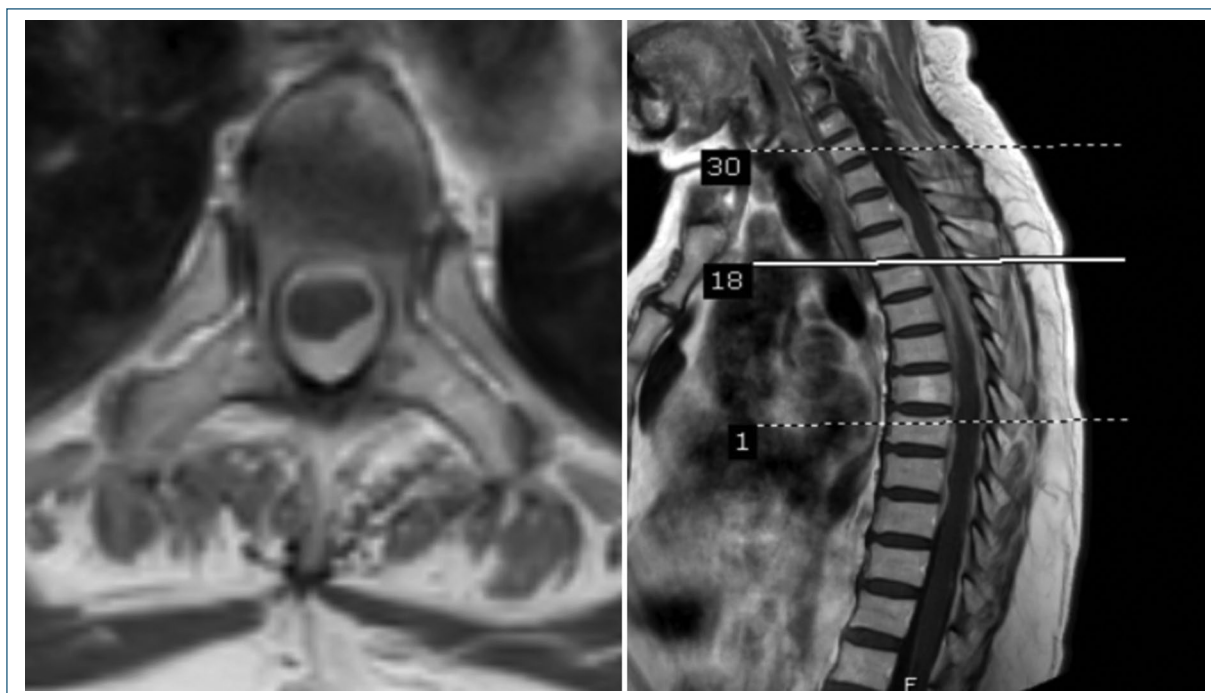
Resonancia magnética en corte axial en secuencia T1 a nivel de T5-T6 donde se evidencia lesión intradural extramedular que genera compresión medular (izquierda) y sagital (derecha) donde se observa a nivel de columna torácica con aumento de volumen y refuerzo al medio de contraste desde T2 hasta T10 en región medular anterior y posterior.
